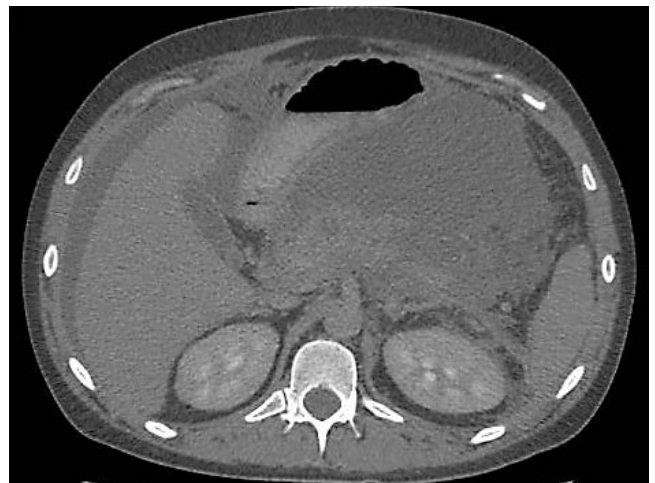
Пациент С., 29 лет. Панкреонекроз, выраженная деструкция поджелудочной железы. Множественные скопления жидкости в брюшной полости. Мультиспиральная компьютерная томография органов брюшной полости с контрастным болюсным усилением (отсроченная фаза сканирования)
